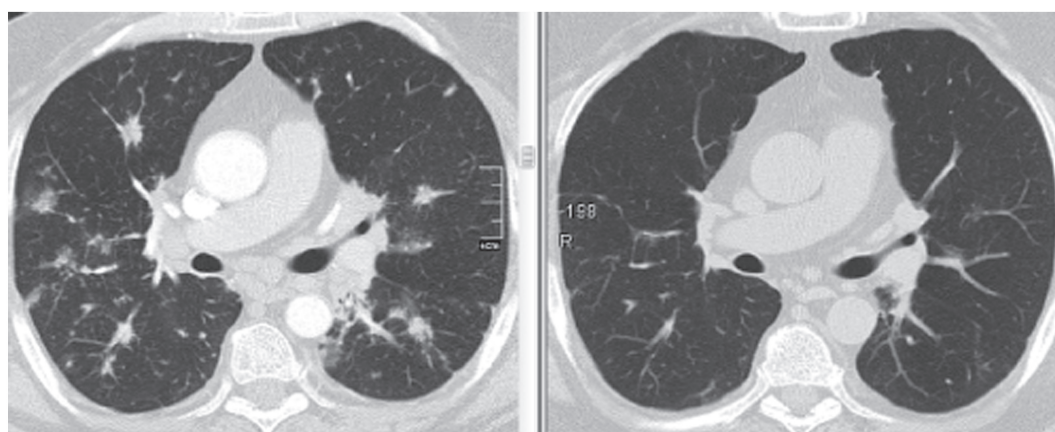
МСКТ больного Б. (слева — исходные данные, справа — через 3 мес ГКС-терапии). Фаза регрессии саркоидоза: исчезновение легочных узлов и участков «матового стекла».
